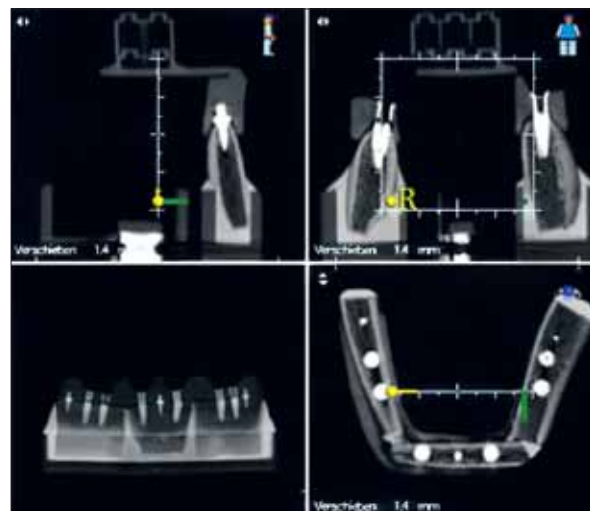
Post-op CT images: horizontal, sagittal, transversal, & virtual OPG; Med3D.
